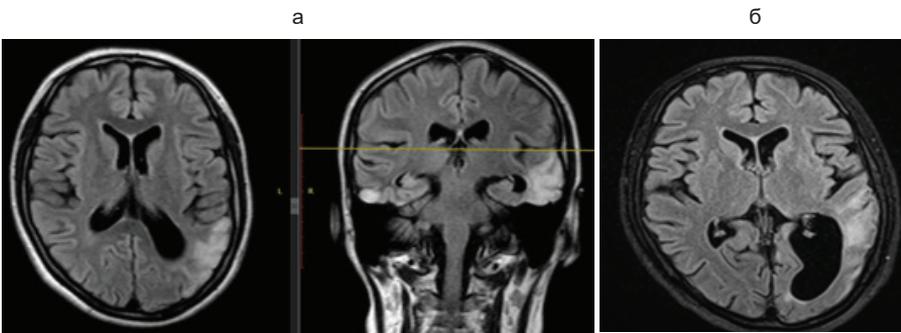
МРТ головного мозга пациентки N.: а) октябрь 2019 г., б) октябрь 2022 г.
